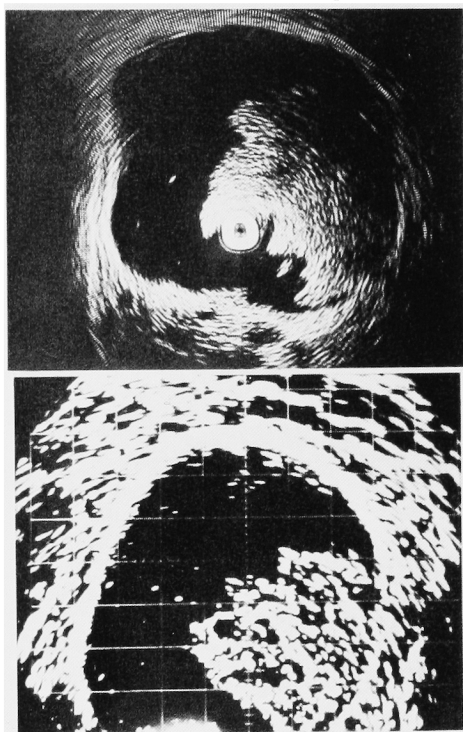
Case 5. A: Transurethral ultrasonogram
